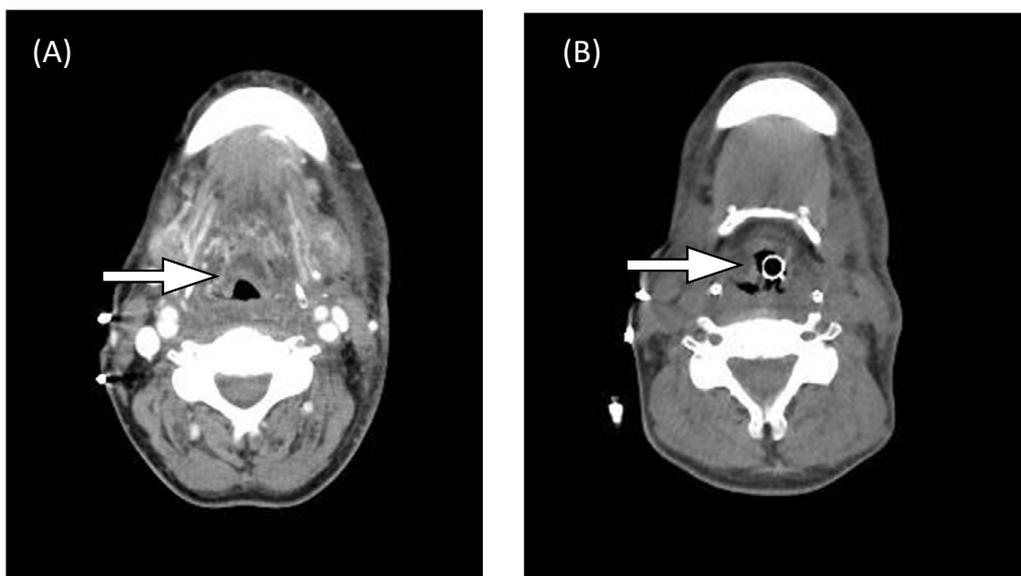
CT scan images of larynx on day 8 (A), day 9 (B) of transplantation
